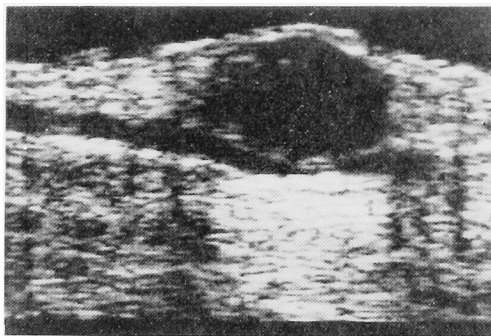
Ultrasonic findings of the left thigh revealed a pulsating round echo free mass located above a previously superficialized left femoral artery.
